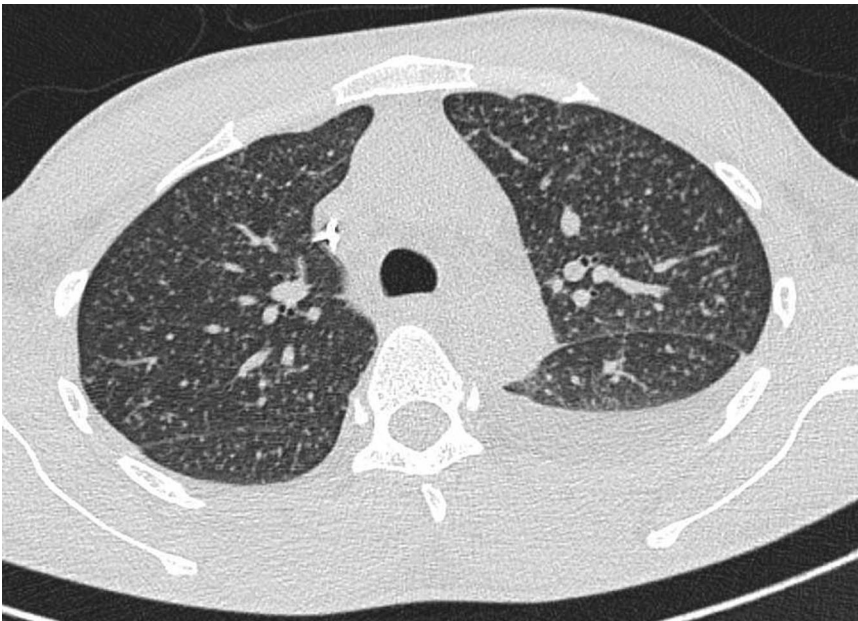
▲ CT, axiale Schichtführung, 20-jähriger Patient mit miliärer Tbc. Es zeigen sich beidseits diffus verteilte 1–3 mm große Noduli sowie zarte intra- und interlobuläre septale Verdickungen
